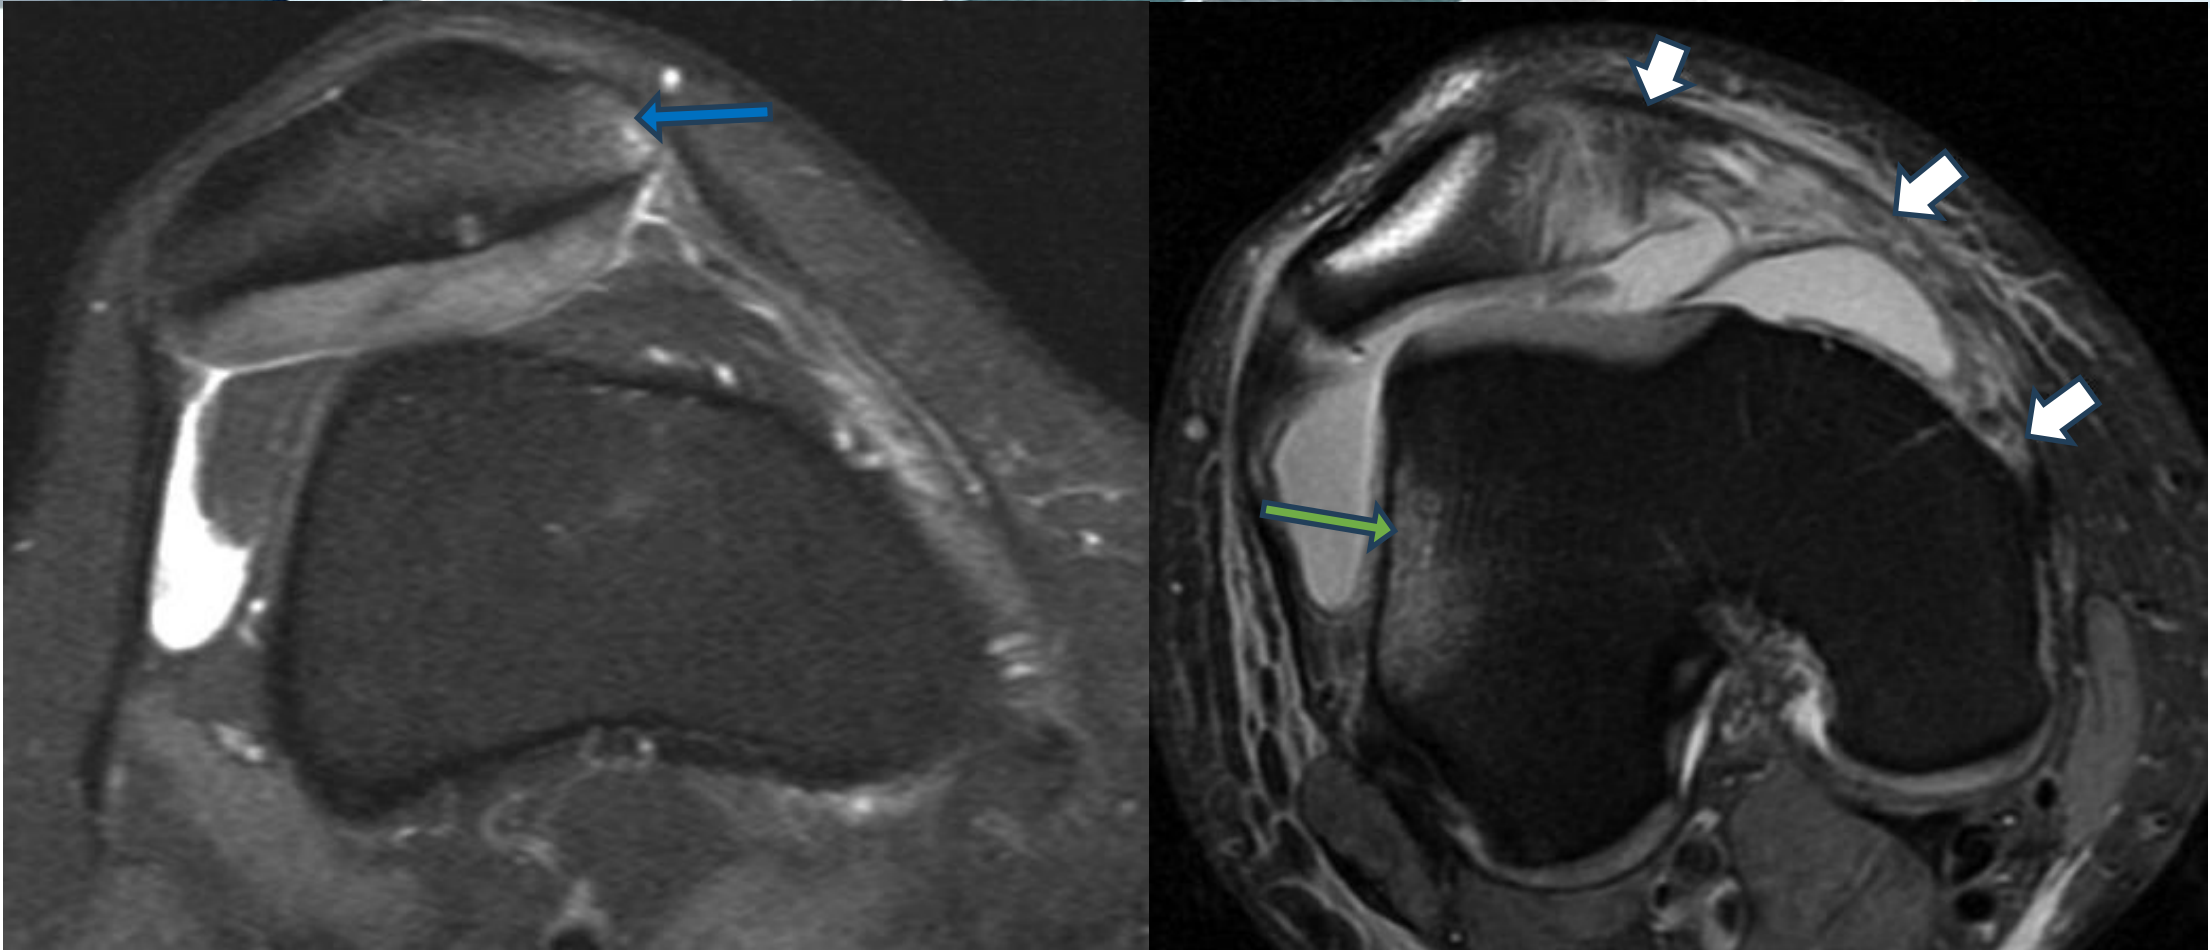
RM de rodilla, axial, secuencia T2.
